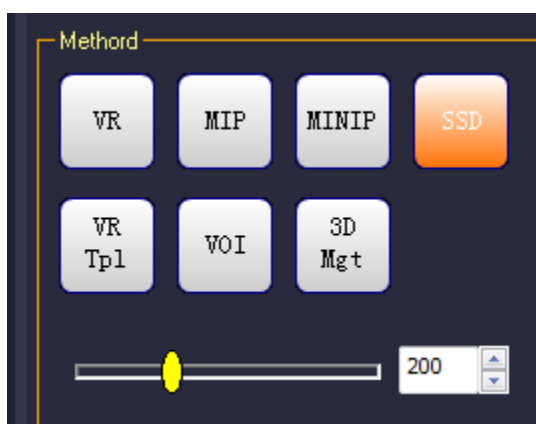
Конфигурирование предельных значений КТ
